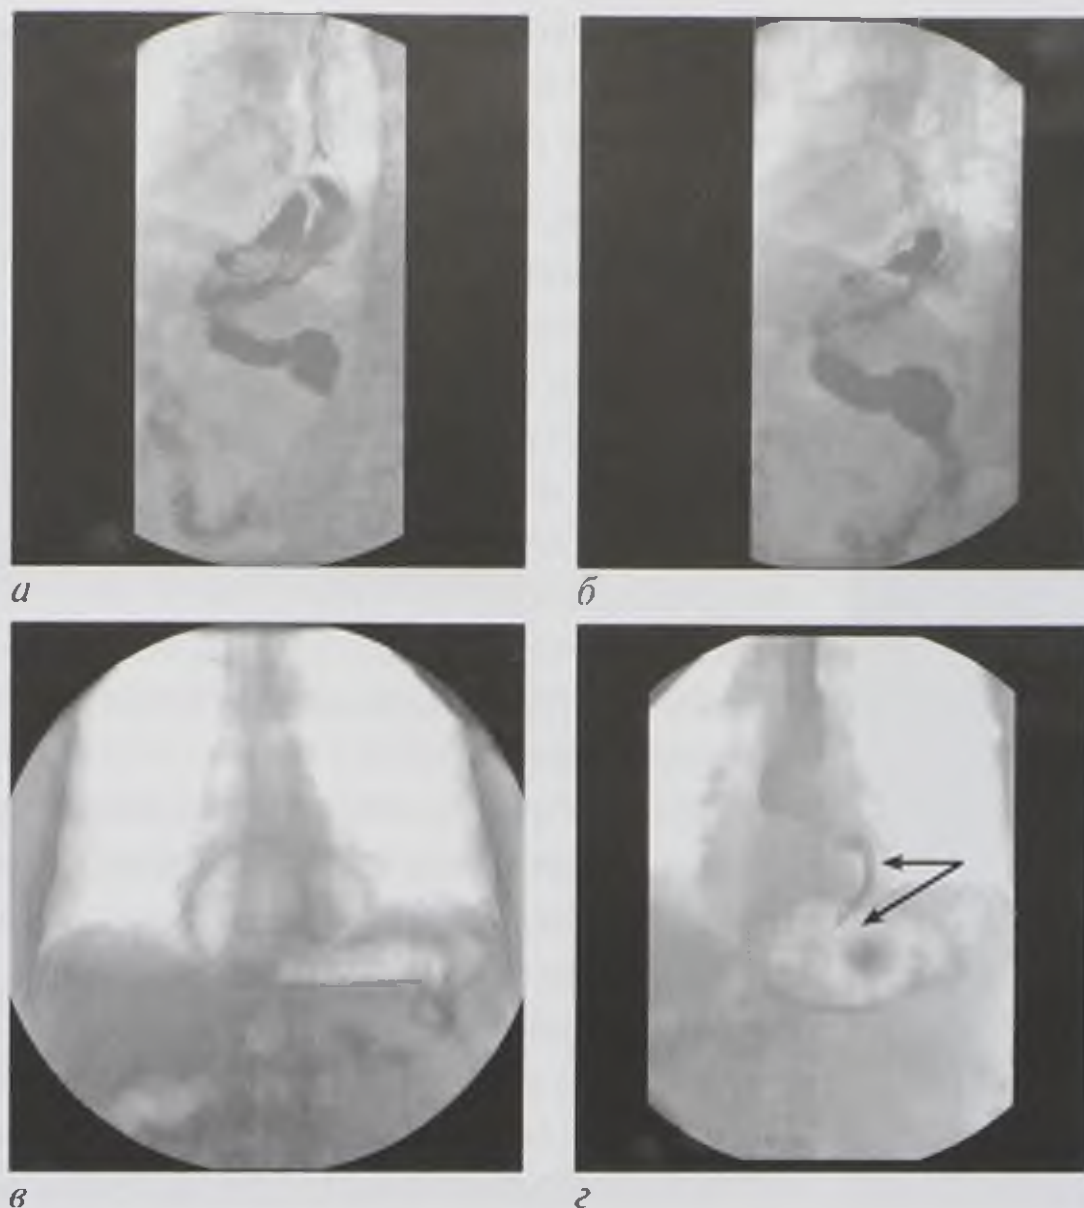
Рентгенограммы пищевода (а–г). Параэзофагеальная субтотальная грыжа пищеводного отверстия диафрагмы (стрелки)
